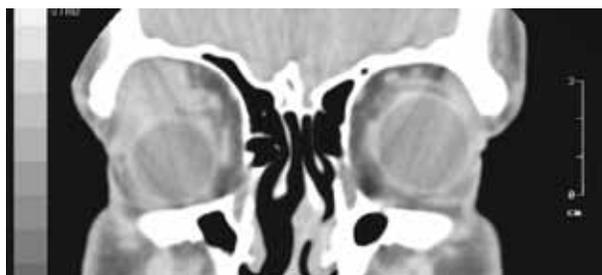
Компьютерная томография орбиты. Опухолевая ткань (указана стрелкой)
